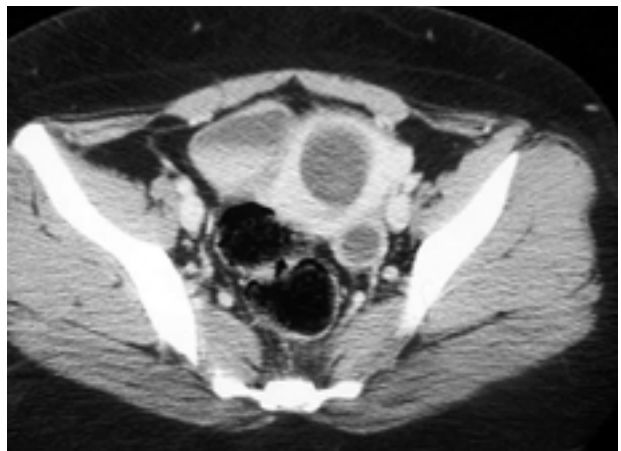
Tomografía computada de pelvis en la que se observa la imagen quística en la pared uterina que luego fue corroborada en ecografía como embarazo de 12 semanas.
